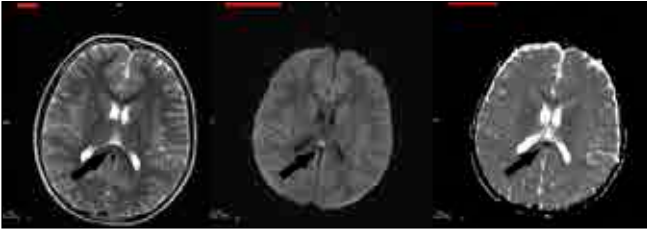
(Olgu 8) IV kontrastlı kraniyal MRG tetkikinde, aksiyal T2A sekansta korpus kallosum spleniumunda orta hatta silik hiperintens lezyon seçilebilmektedir (A).Difüzyon ağırlıklı incelemede (B) hiperintens ve ADC haritasında (C) belirgin hipointens olarak izlenmekte olup difüzyon kısıtlılığı göstermektedir. İntravenöz kontrast madde uygulanması sonrasında elde olunan, serebellum düzeyinde geçen T1A aksiyel kesitte folyalardaki lineer kontrastlanma izlenmektedir (D).Olguda supratentorial alanda leptomeningeal kontrastlanma mevcut değildi.Viral solunum yolu paneli ve kültürleri negatif sonuçlanan hastaya etyolojisi bilinmeyen serebellit tanısı ile konservatif tedavi uygulandı.
